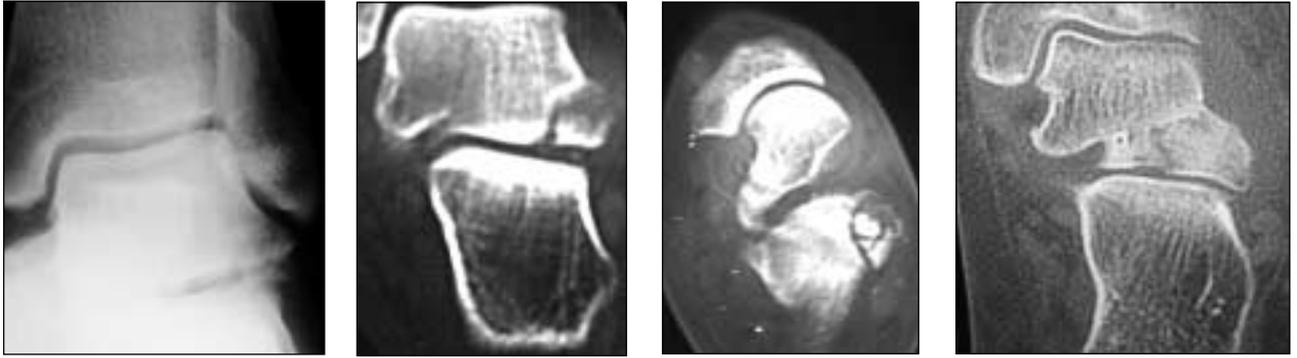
Fractura tipo III (radiografía, TC y RM).
